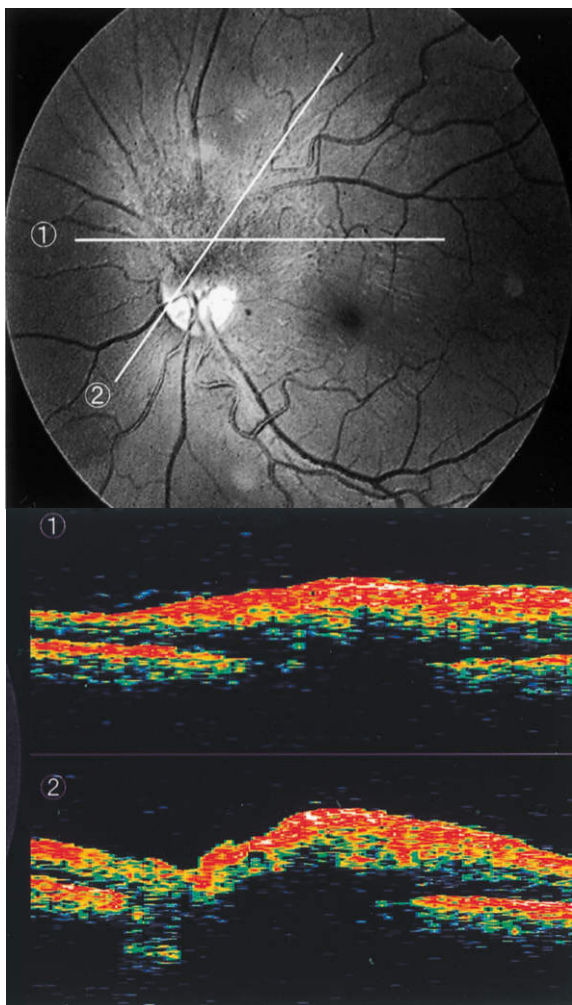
症例 1 の Optical coherence tomography (OCT)。
